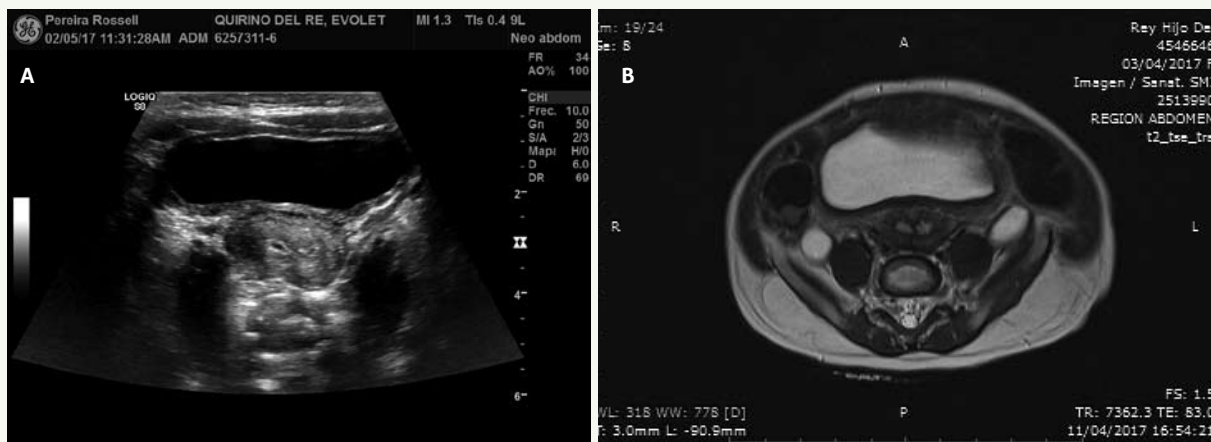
us de útero didelfo. A. El corte axial al cuerpo del útero muestra dos cavidades endometriales, hiperecogénicas, con sector central hipoecogénico correspondiente a contenido líquido. B. Correlación con RM, secuencia potenciada en T2. Se observan ambas cavidades endometriales moderadamente hiperintensas. En este plano no es posible diferenciar útero didelfo de útero septado.
